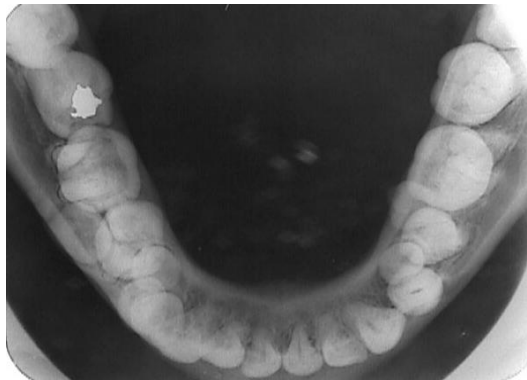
Radiografía oclusal mandibular. Se observa la presencia de 4 dientes supernumerarios: 2 localizados en palatino de los premolares izquierdos, 1 hacia vestibular y 1 hacia palatino en la zona de premolares derechos. Cortesía Od. G. Di Santi
